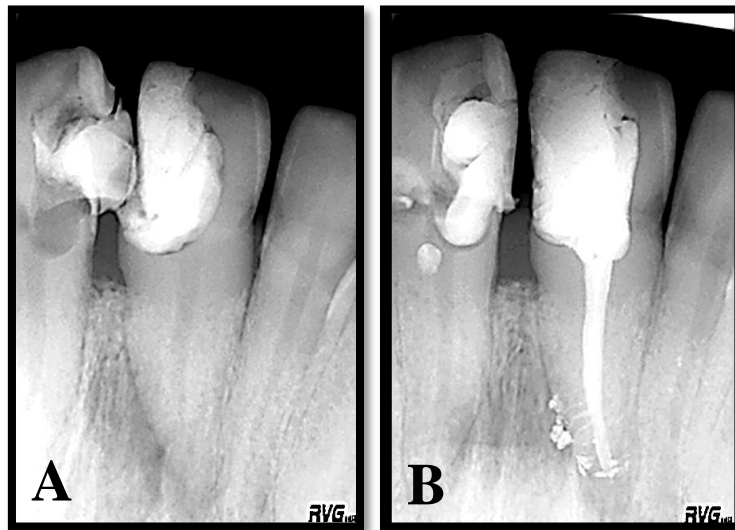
A: Radiografia inicial do dente 1.1 com diagnóstico de PAC. B: Radiografia final pós-TENC com visualização de selamento de canais acessórios. Fonte: Projecto microbiológico “Analysis of endodontic pathogens by classical microbiological and nucleic acid approaches”.
